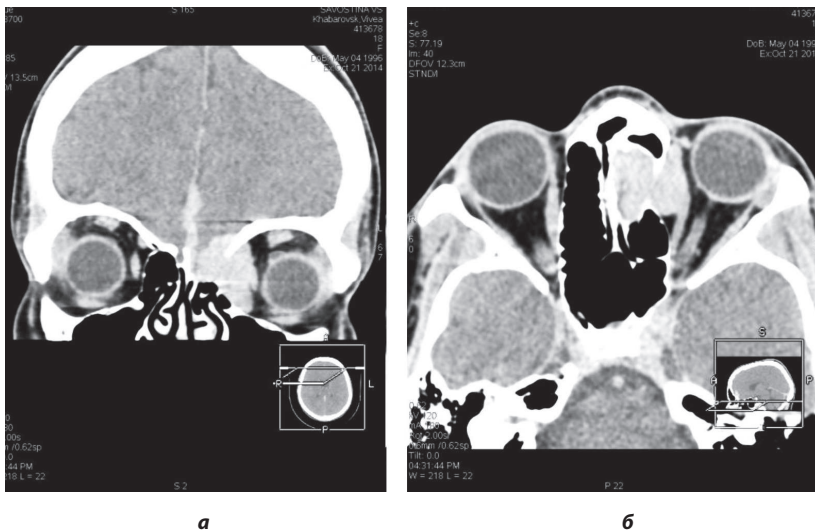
МСКТ орбит с внутривенным контрастированием: а – коронарная и б – аксиальная проекции
